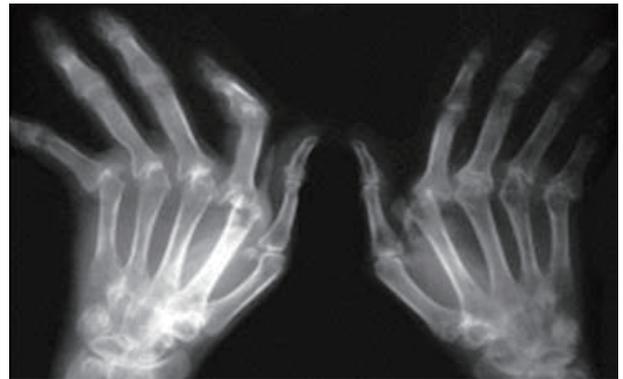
Simple x-rays of hands of patients with rheumatoid arthritis shows the ulnar deviation of both hands, joint space narrowing of wrist and metacarpophalangeal joints, and periarticular osteopenia.
